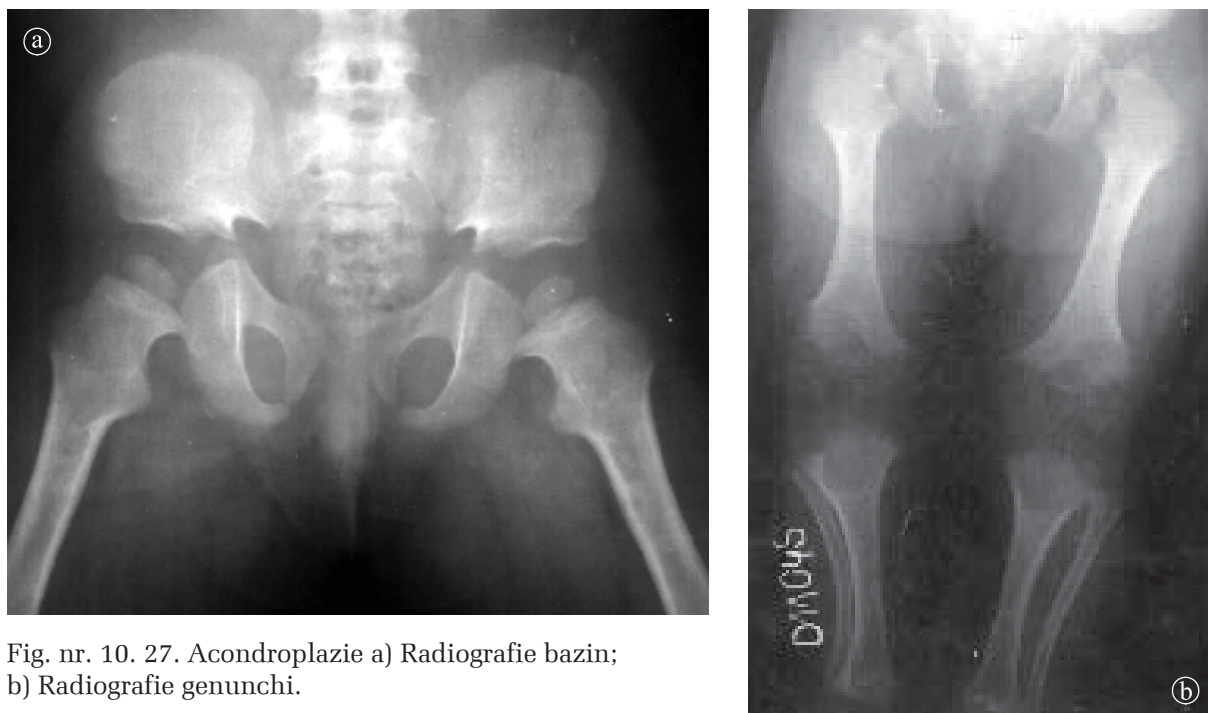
27. Acondroplazie a) Radiografie bazin;
